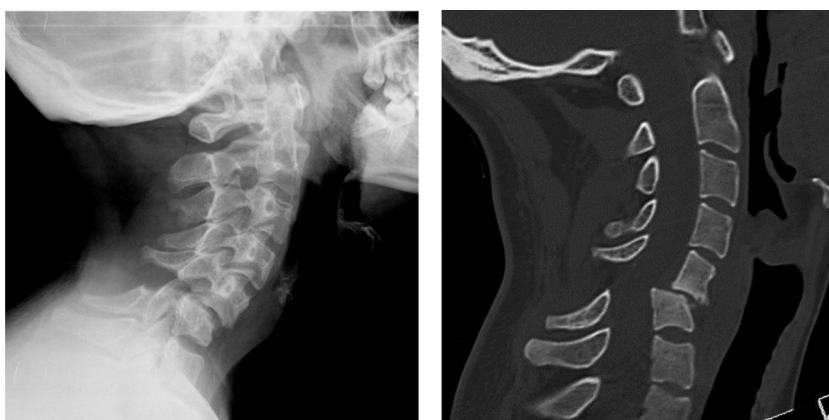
Radiografía lateral de columna cervical y TC, en donde se muestra la luxación de una carilla articular y la subluxación de la otra entre C5-C6.
